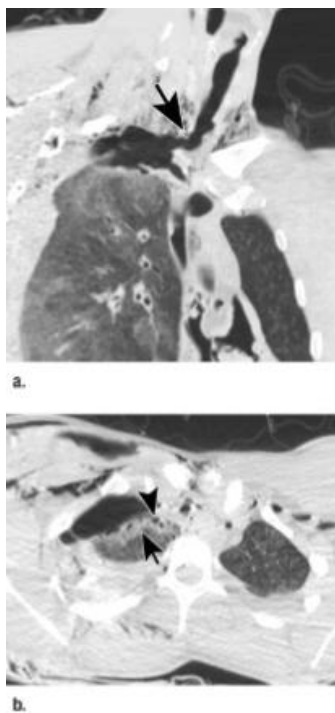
Características de una trayectoria por herida mortal por arma de fuego mostrada en la autopsia virtual. (A) La TC oblicua del cuello y del tórax muestra el recorrido de la herida por la tráquea (flecha) y el ápice del pulmón derecho. (B) La TC transversal de la parte superior del tórax muestra una trayectoria lineal con alta atenuación (flecha) que contiene numerosos pequeños espacios quísticos (cabeza de flecha).
